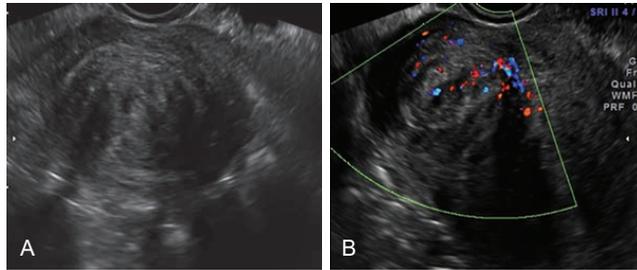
Los miomas por lo general muestran un flujo principalmente periférico en el Doppler color o potenciado. (A) Vista transversal de un útero con un mioma fúndico que muestra una lesión redondeada y bien definida con sombra acústica posterior; (B) en el Doppler color un mioma tiene un flujo difuso, pero en su mayor parte es periférico.
